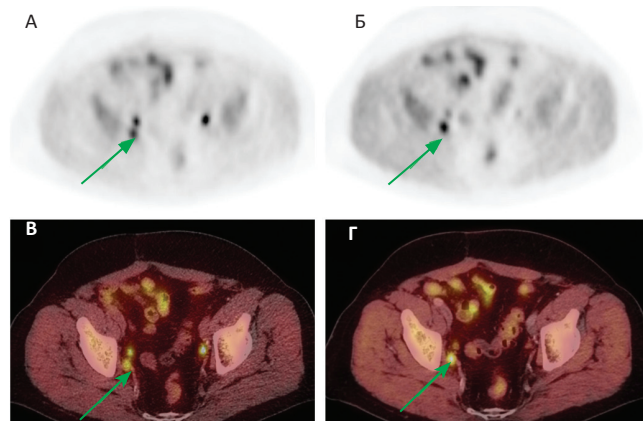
Биохимический рецидив после радикальной простатэктомии. ПЭТ (А, Б) и ПЭТ/КТ (В, Г) изображения в аксиальной проекции. Определяется очаг патологического накопления РФП в одиночном внутреннем подвздошном лимфатическом узле справа. А, В – I этап: накопление РФП в одиночном внутреннем подвздошном лимфатическом узле справа (кзади от мочеточника) до maxSUV 4,25; Б, Г – II этап: отмечается увеличение уровня накопления РФП на втором этапе в указанном лимфатическом узле до maxSUV 5,80
